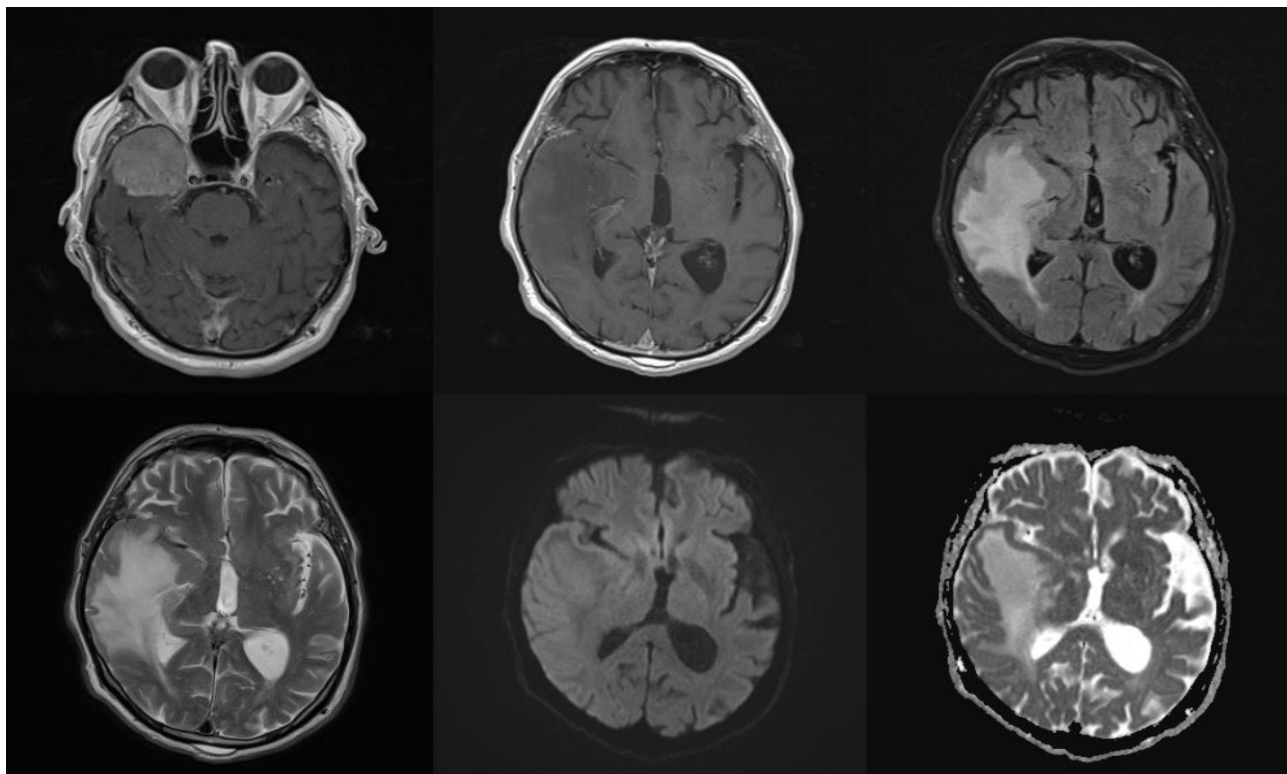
CT scan of the skull of an 81-year-old man post-convulsion reveals a 4–4.5 cm basal contrast-enhanced mass in the right temporal lobe, suggestive of meningioma. MRI confirms a similar tumour with strong contrast enhancement on the T1-weighted section (Figure 6a). Perifocal oedema is visible superiorly at the Sylvian fissure, exhibiting low signal intensity on T1-weighted imaging and high signal intensity on FLAIR and T2-weighted images (Figures 6b–6d). No diffusion restriction is observed: the DWI trace image shows no abnormal signals (Figure 6e), and the ADC map demonstrates high signal intensity (Figure 6f). This is a classic example of vasogenic oedema.
